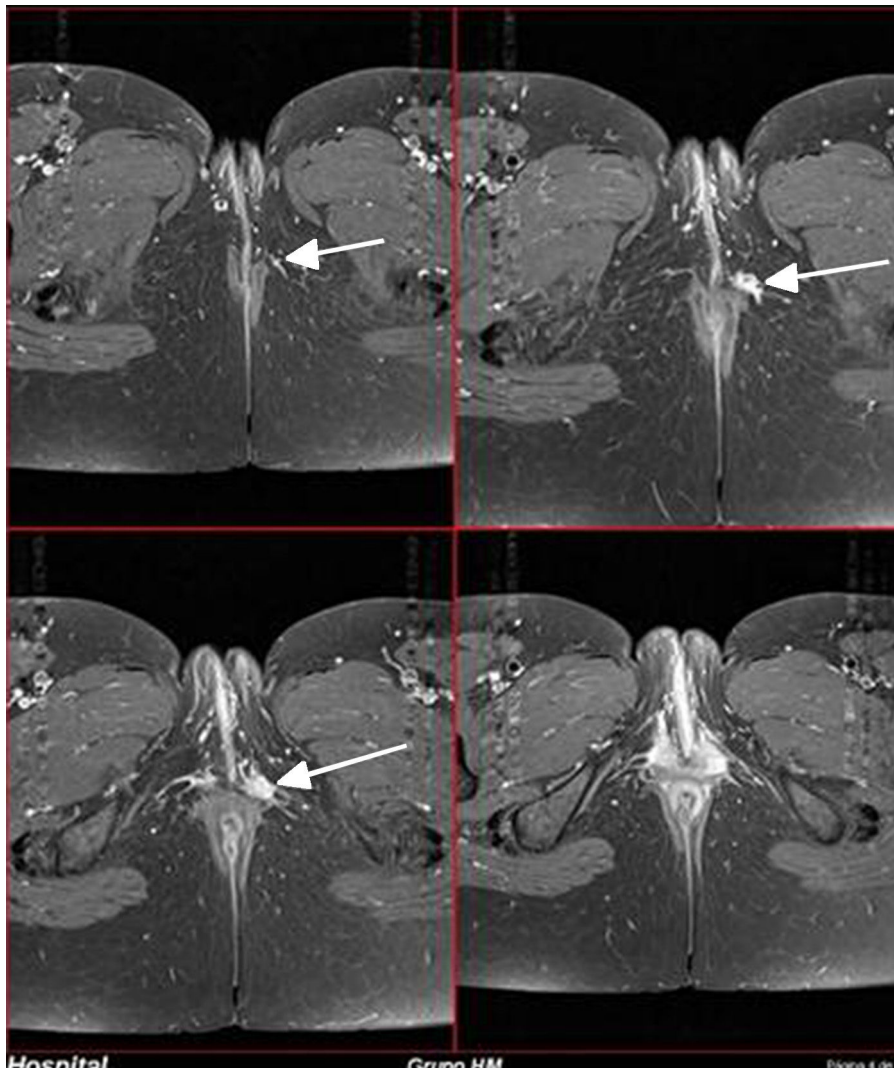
Paciente con lesión hiperrealzante tras la introducción de CIV en secuencias T1 de RM, con aspecto fibroinflamatorio/cicatricial, en la mitad izquierda de periné, lateral y profunda al límite vulvovaginal, que con alta probabilidad, por su localización y extensión en profundidad, afecta a los ramos rectal y vaginal del pudendo.
